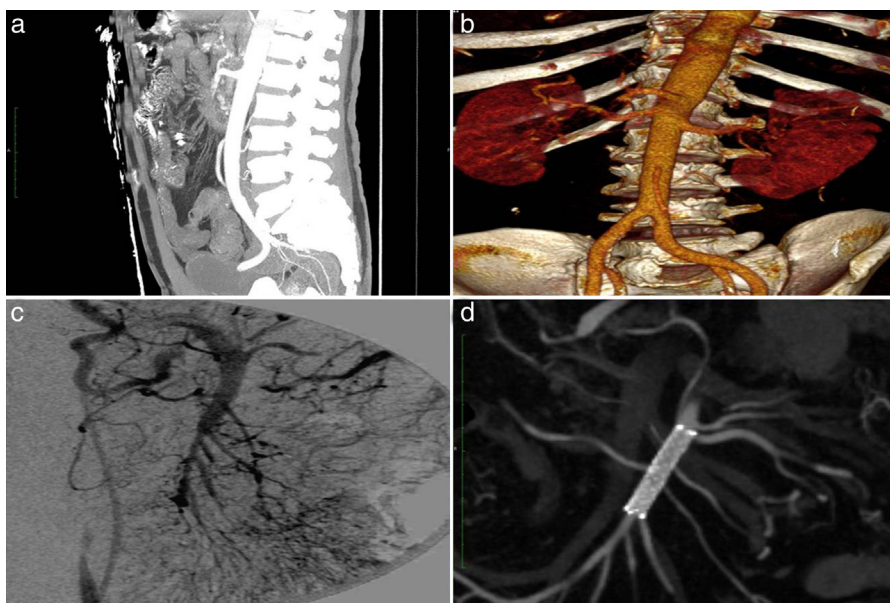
Angio-TC: oclusión en rama yeyuno ileal de arteria mesentérica superior (a y b). Arteriografía diagnóstica (c) y control postratamiento (d).
